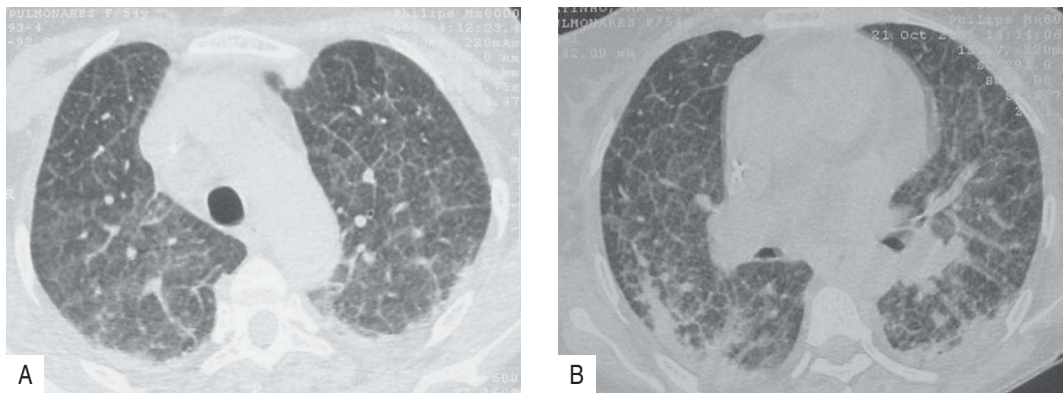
(A e B) – TC torácica realizada cinco meses após o início da sintomatologia
